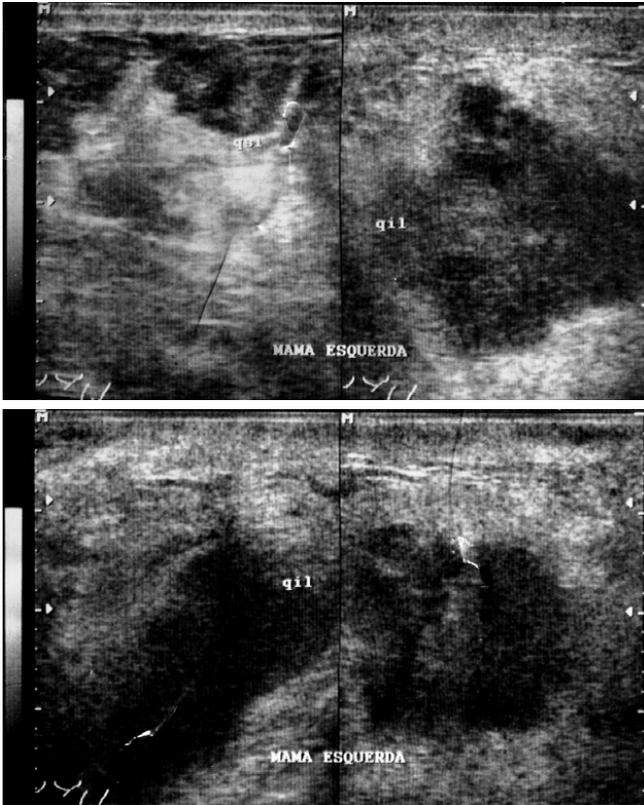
Ultrassonografia mostrando lesão heterogênea de bordas irregulares ocupando o quadrante central e os inferiores da mama esquerda.
